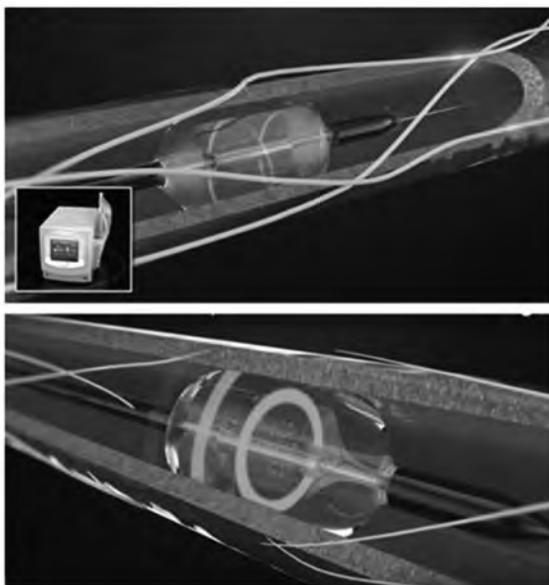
Catéter del RADIANCE, ablación por ultrasonido de la pared arterial renal.
